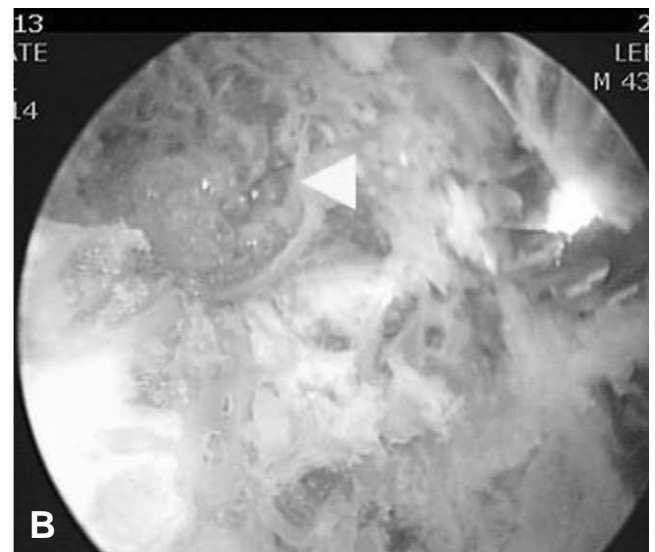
Femoral bony cyst on femoral neck. (A) CT image: femoral bony cyst (yellow arrow) on femoral neck. (B) After bumpectomy, a hollow suggestive with cyst was revealed.
